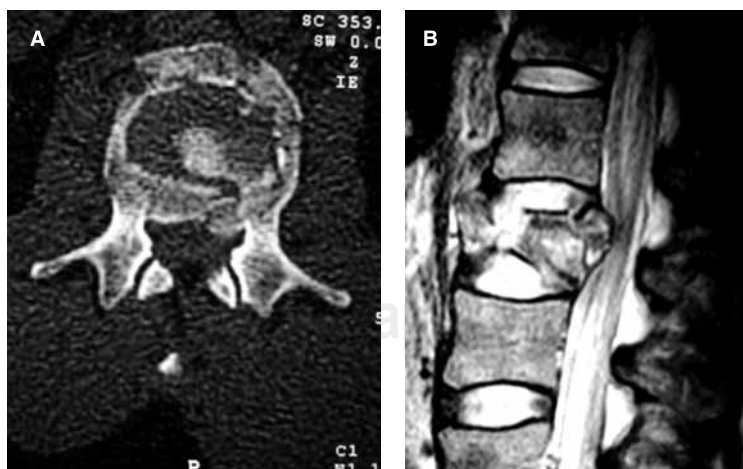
Imagen axial de una fractura tipo B sin lesión neurológica en la que se observa el estallamiento del cuerpo vertebral con un fragmento retropropulsado al canal medular, lo cual se corrobora en la imagen. 2B. Proyección sagital de la RMN en la que se aprecia la compresión que está haciendo el fragmento a la médula.
